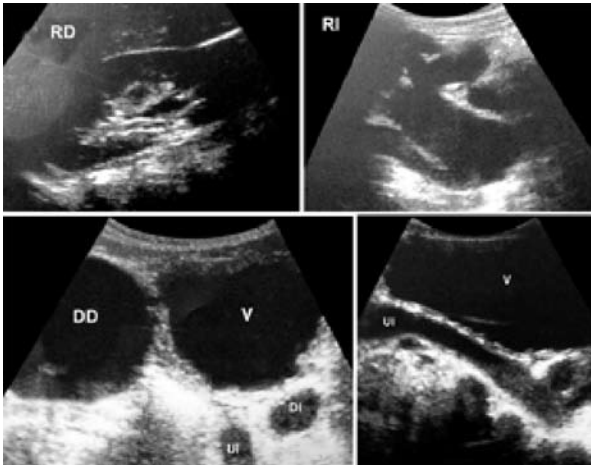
Ecografía renal y vesical. Riñón derecho de características normales. Riñón izquierdo con severa ureterohidronefrosis. Vejiga con paredes gruesas e imágenes líquidas a la derecha y a la izquierda de la vejiga. Nótese el uréter izquierdo dilatado y desplazado hacia la línea media.
